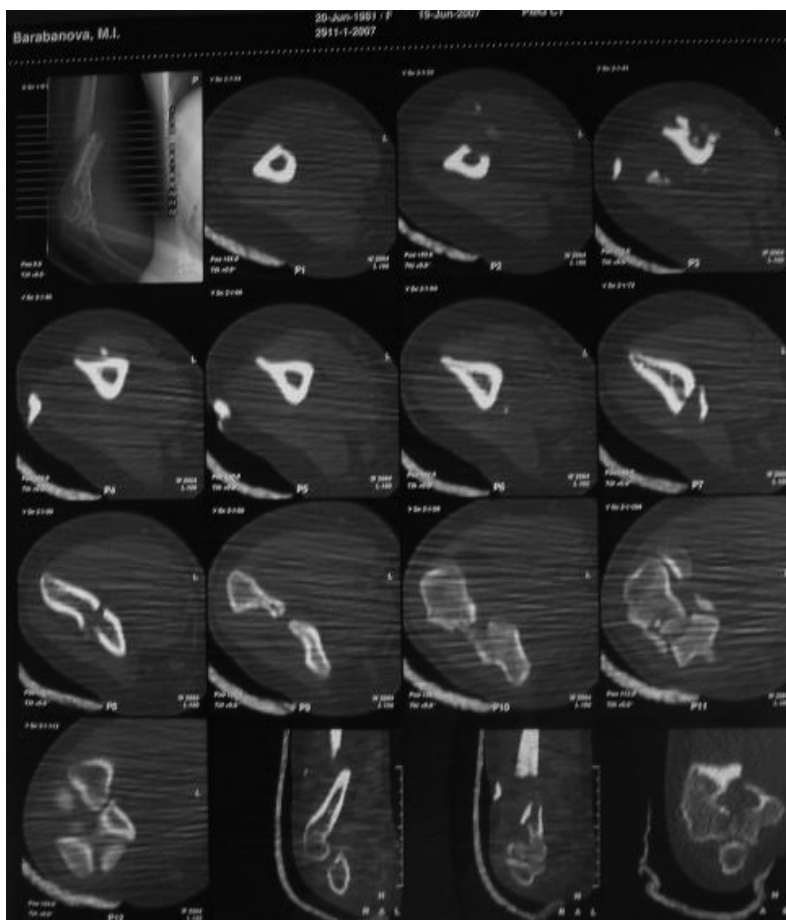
КТ исследование правого плечевого сустава.
